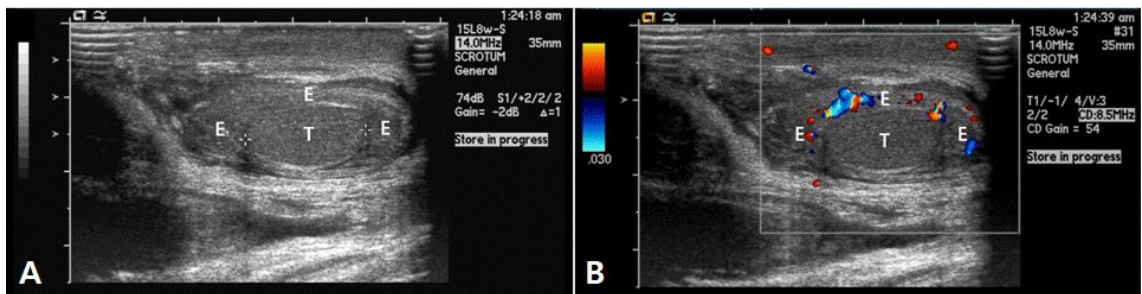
Gray-scale ultrasonography showed the enlarged epididymis (A: E, epididymis; T, testis) and Doppler ultrasonography showed increased blood flow of epididymis and normal blood flow of testis (B) in a 5-year and 11-month-old boy (case 1).
